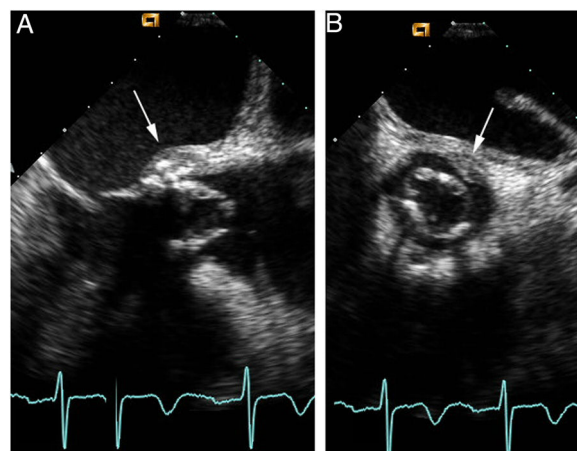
Ecocardiografía transesofágica. A) Proyección longitudinal. B) Proyección transversal. Se aprecia engrosamiento de los velos de la bioprótesis y absceso anular (flecha).
